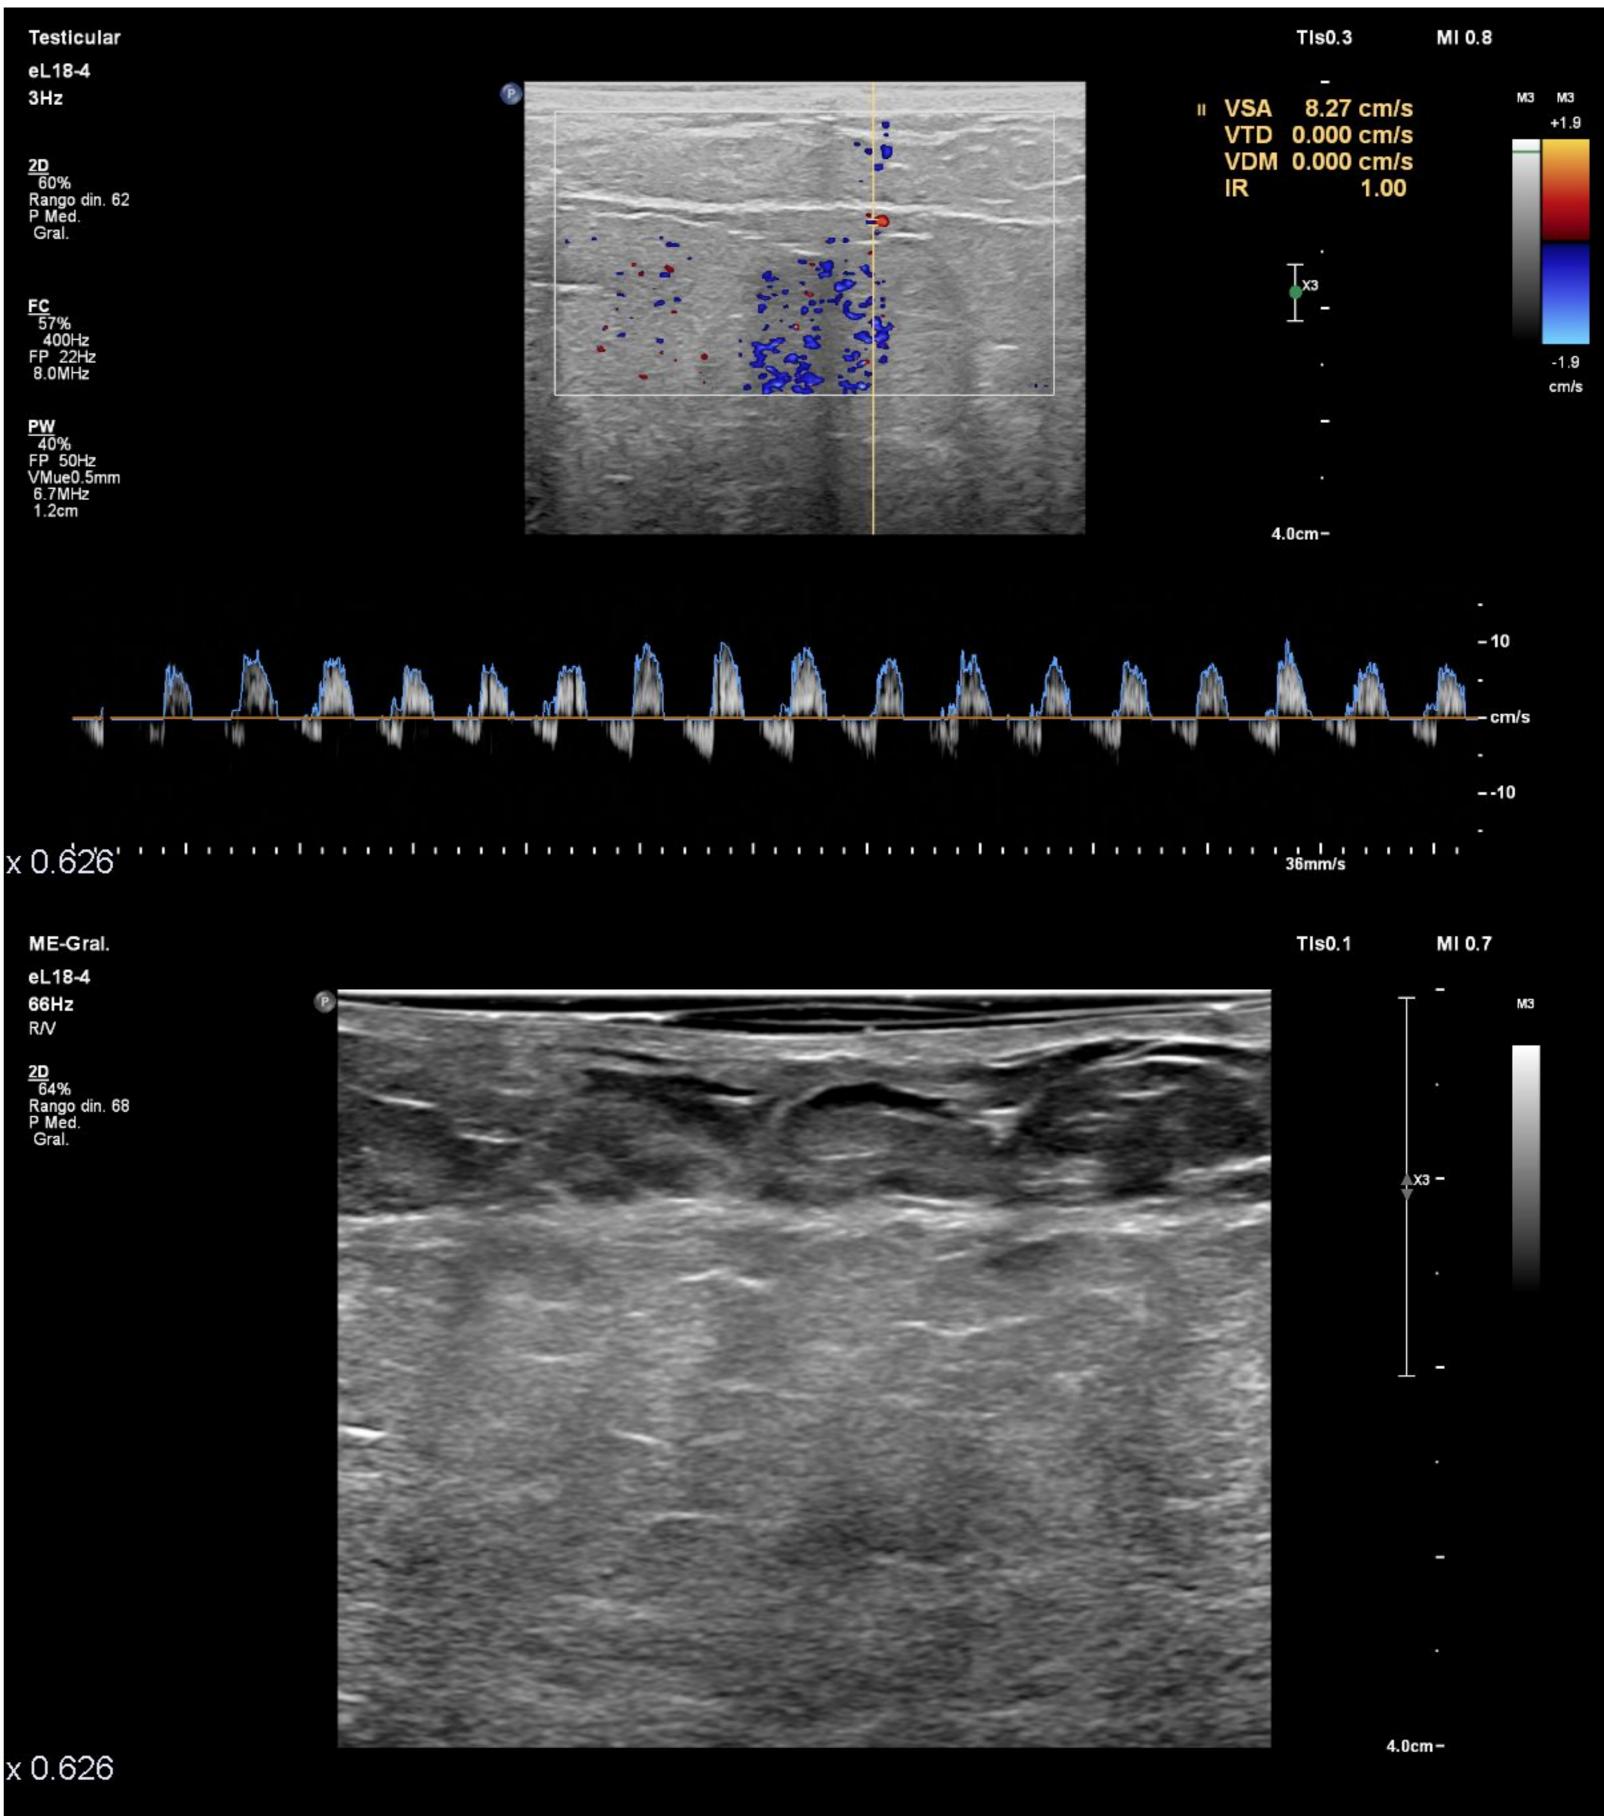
Colgajo DIEP, estudio Doppler y en modo B. No se consigue obtener flujo venoso. Flujo diastólico invertido de la arteria epigástrica, que sugiere compromiso venoso.
